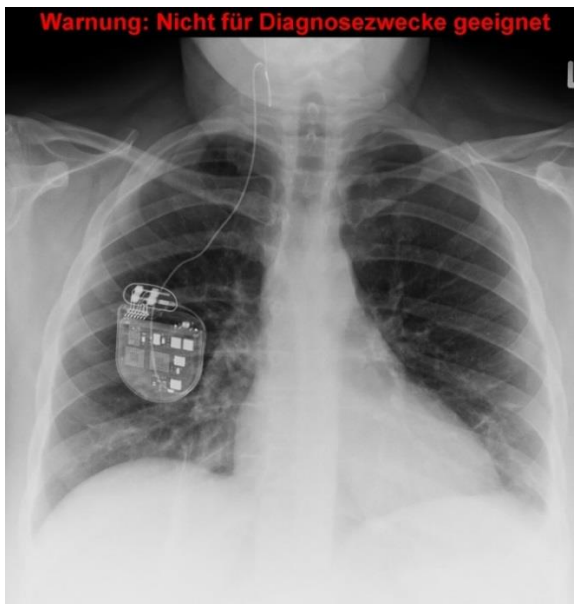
Röntgen-Thorax-Übersichtsaufnahme; zu sehen ist das rechts thorakal subklavikulär liegende Aggregat sowie der Verbindungsdraht der zu der an die Karotisgabel genähten Elektrode führt.
